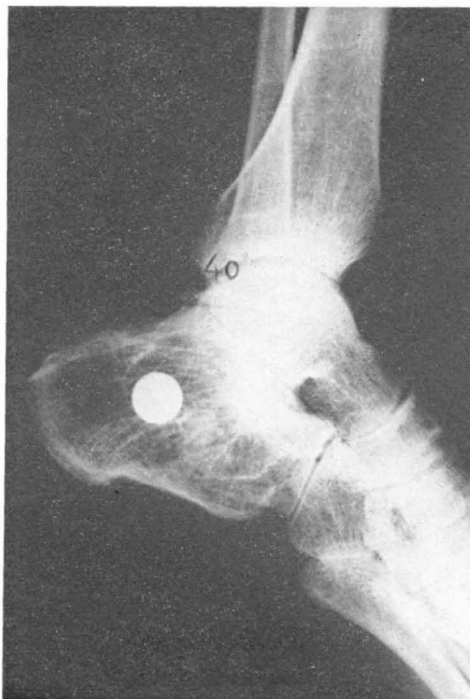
Radiografía lateral a los siete años de la operación.
